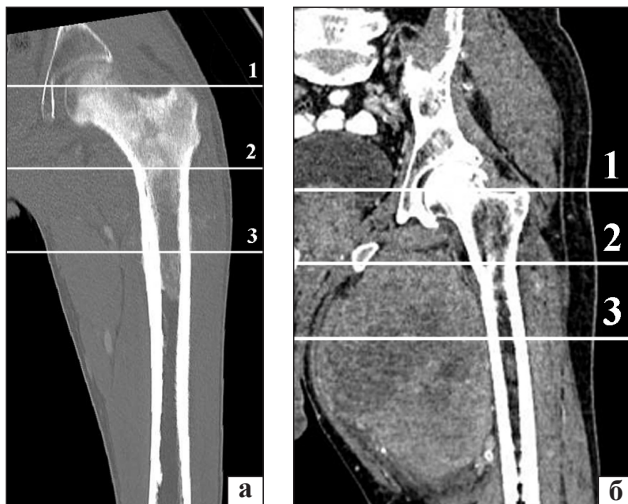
СКТ-скани проксимального відділу стегна у фронтальній площині з використанням мультипланарної реконструкції. Двональне ураження пухлинним процесом: а) із залученням ділянок великого та малого вертлюгів стегнової кістки (зони 1 і 2) — проксимальне; б) ділянки малого вертлюга та підвертлюгової ділянки (зони 2 і 3) — дистальне
